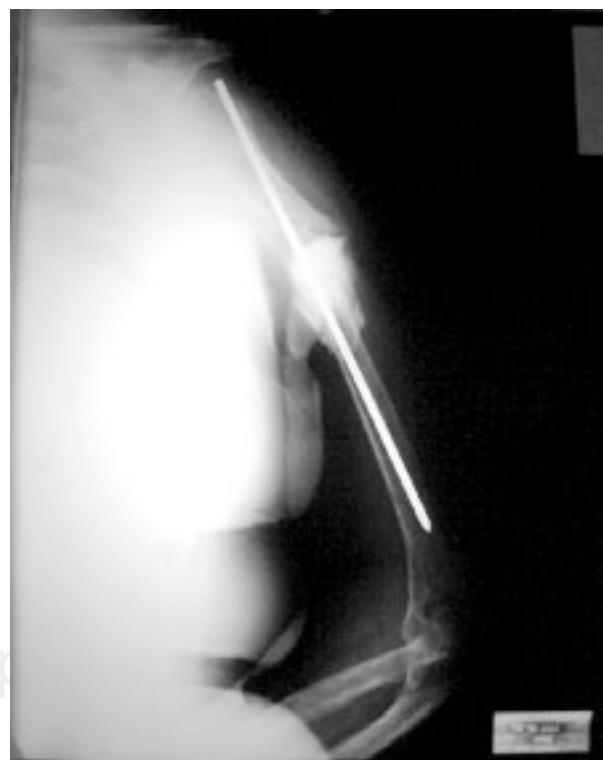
Radiografía después del tratamiento quirúrgico.
